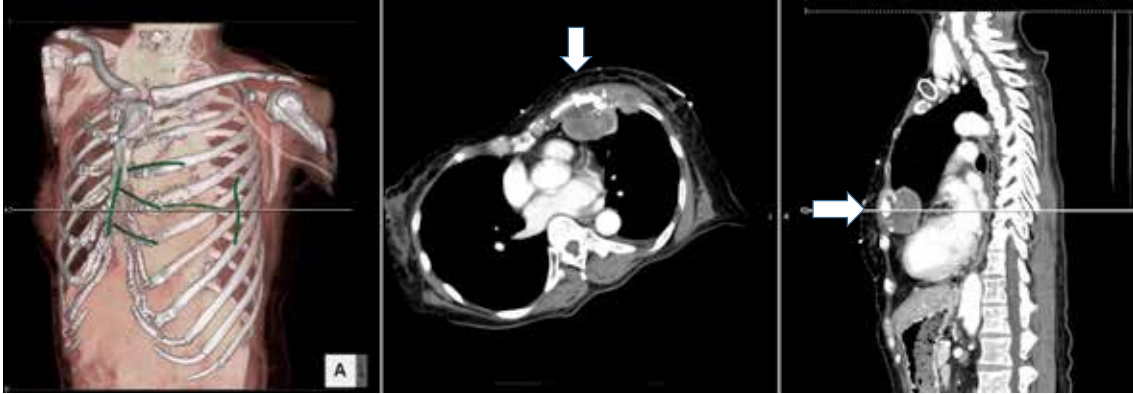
左第4肋骨放射線治療後骨肉腫の造影CT画像(腫瘍部を白で示す)
